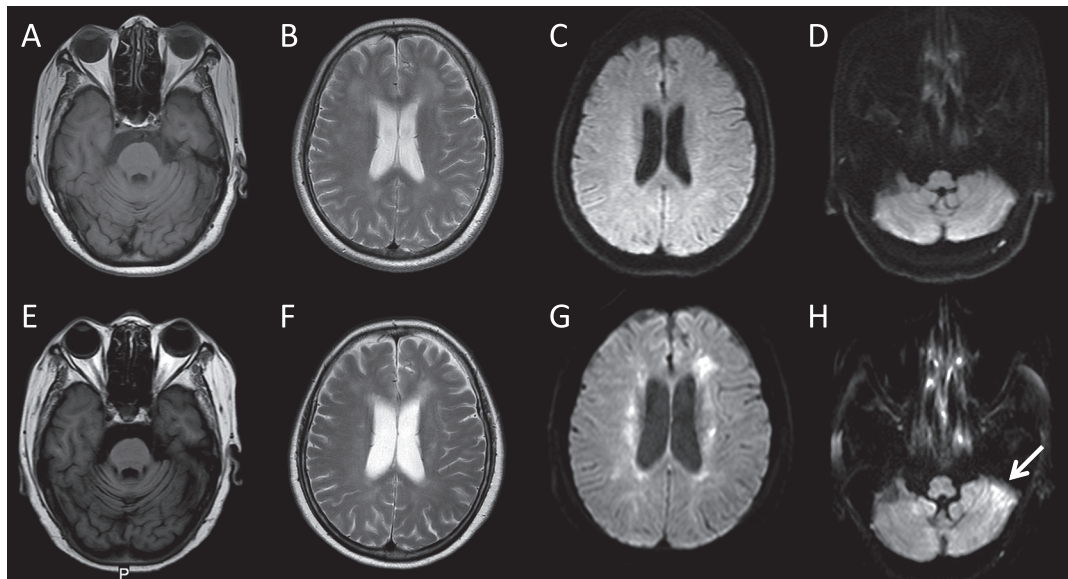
Comparison of brain MRI images at the first admission (top) and the second admission 5 years later (bottom). (A) T₁-weighted image (T₁WI) (Axial, 3T, TR 2,470 ms, TE 9 ms), (B) T₂-weighted image (T₂WI) (Axial, 3T, TR 4,500 ms, TE 80 ms), (C, D) Diffusion-weighted images (DWI) (Axial, 3T, TR 6,000 ms, TE 63 ms), (E) T₁WI (Axial, 3T, TR 2,398 ms, TE 10 ms), (F) T₂WI (Axial, 3T, TR 3,000 ms, TE 80 ms), (G, H) DWI (Axial, 3T, TR 4,500 ms, TE 83 ms).
